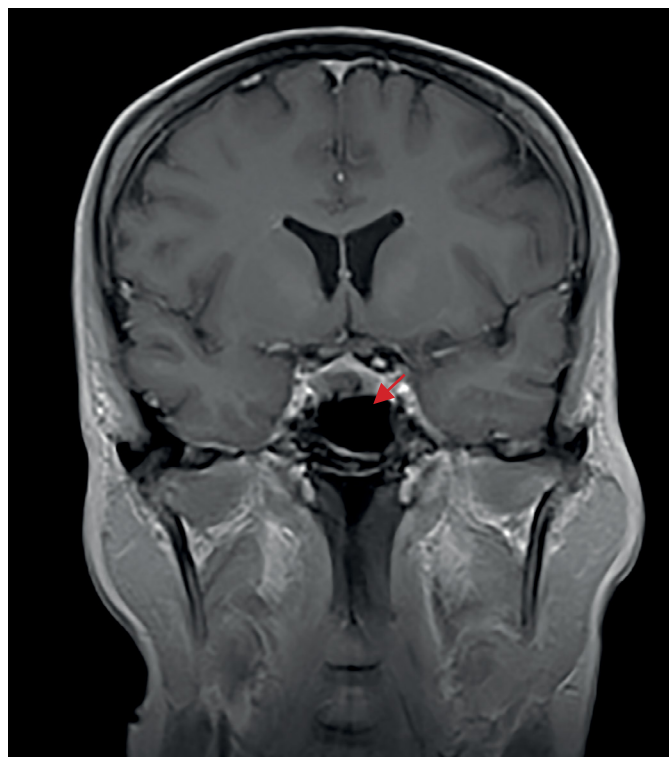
МРТ головного мозга до операции (трансназальной аденомэктомии), 2018 г.
